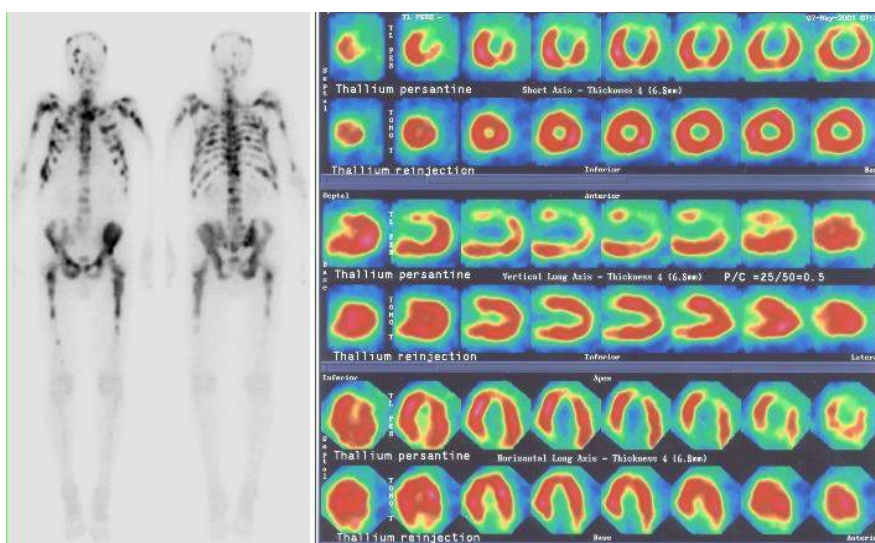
Exemples de scintigraphies (osseuse à gauche, cardiaque à droite)
